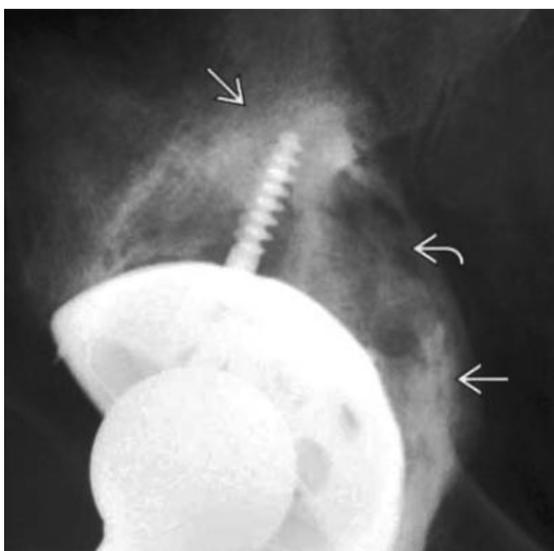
Рентгенограмма тазобедренного сустава в переднезадней проекции
